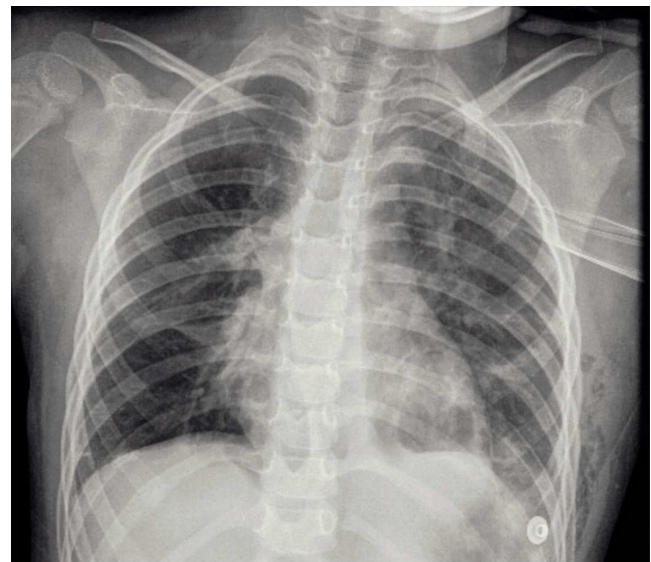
Radiografía del tórax con atelectasia basal derecha, atrapamiento aéreo e infiltrado intersticial bilateral.
